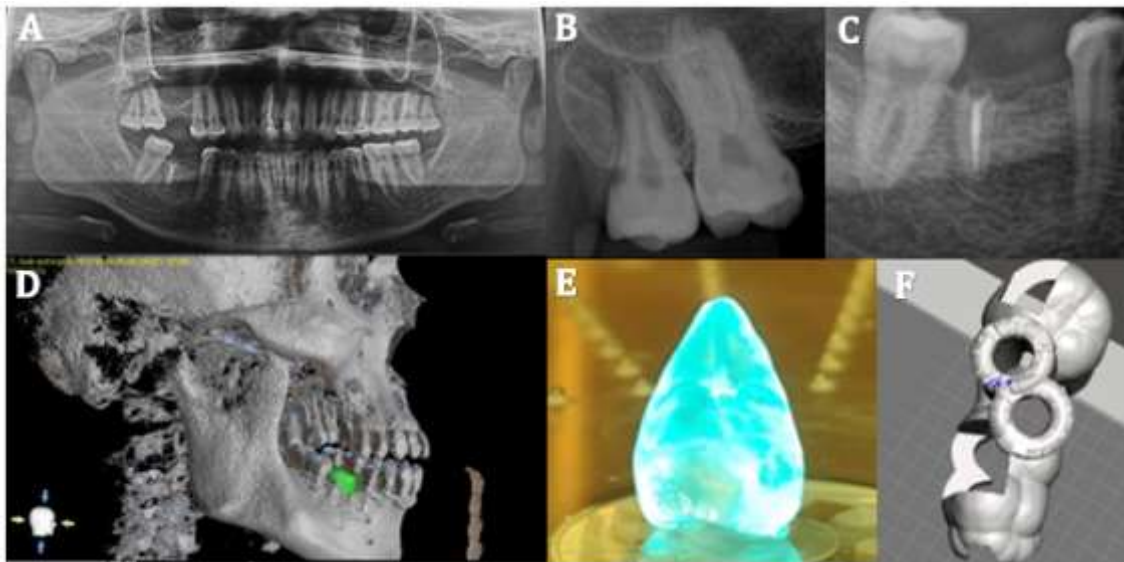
Autotrasplante dental de diente 18 a 46. A) Rx panorámica se evidencia la falta de antagonista del diente 18 por lo que está indicado para extracción, el espacio del diente 46 presenta un resto radicular, B) Rx periapical diente 18 se observa un solo conducto, C) Rx periapical de resto radicular distal de diente 46, D) Planificación digital en programa bluesky bio 4.0 en donde se verificó la posición final del diente, E) Diente impreso con esterilización UV, f) Guía quirúrgica planificada.
